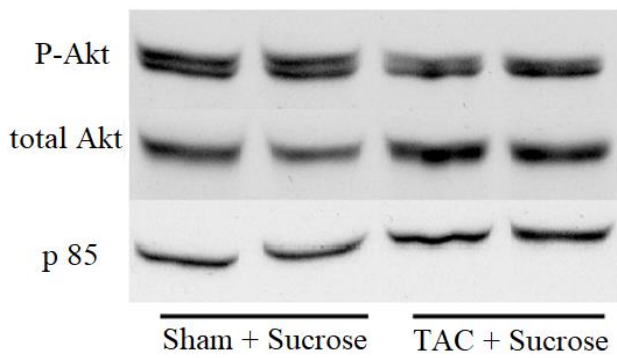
Total Akt Expression und Phosphorylierung am Herzen sowie ihr Verhältnis nach sechs Monaten bei Sucrose ad libitum mit Western Blot Analysen. Auswertung der Western Blot Analyse für total Akt und ihre Phosphorylierung mit Proteinlysaten aus dem Myokard sowie dem Verhältnis P- zu total Akt sechs Monate nach der Sham- bzw. TAC-Operation der C57BL/6N Mäuse bei zusätzlicher Sucrosefütterung mit den dazugehörigen Darstellungen der Western Blots.
